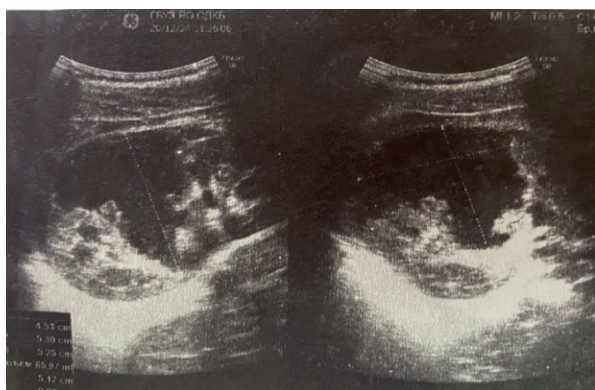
А. Неоднородность нижнего полюса яичка и придатка (УЗИ в горизонтальном срезе)
